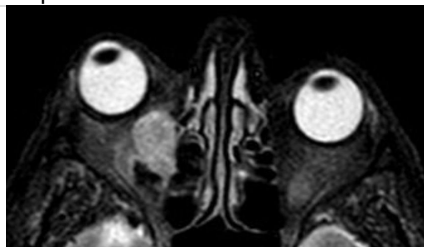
RM: lesão nodular expansiva retrobulbar, com hipersinal em T2 e realce heterogêneo pelo meio de contraste.
